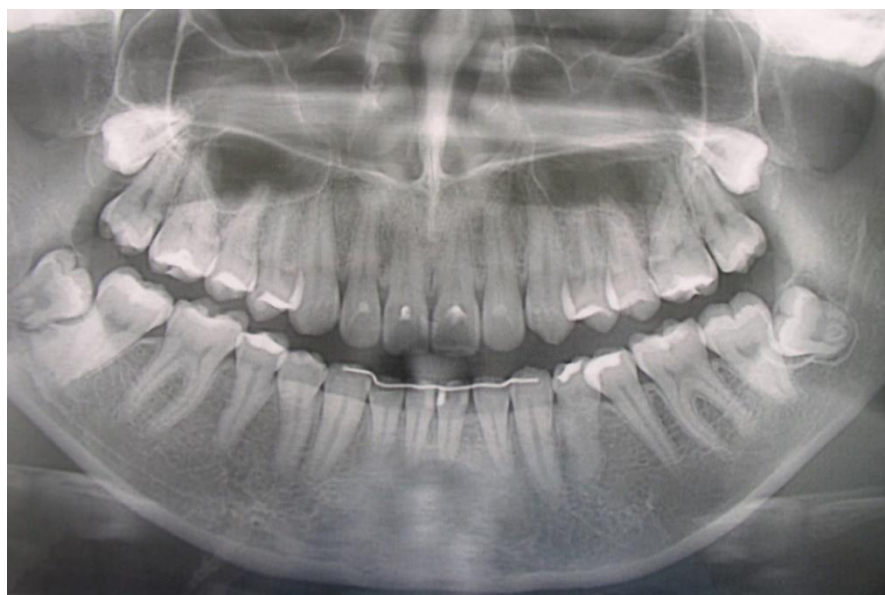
Ортопантомограма хв. К., 25 років. Амбулаторна карта №119. Діагноз: ГП початкового ступеня тяжкості: регрес патологічного процесу, стабілізація через три роки після лікування. Відновлена цілісність кортикальної пластинки міжзубних кісткових перегородок
